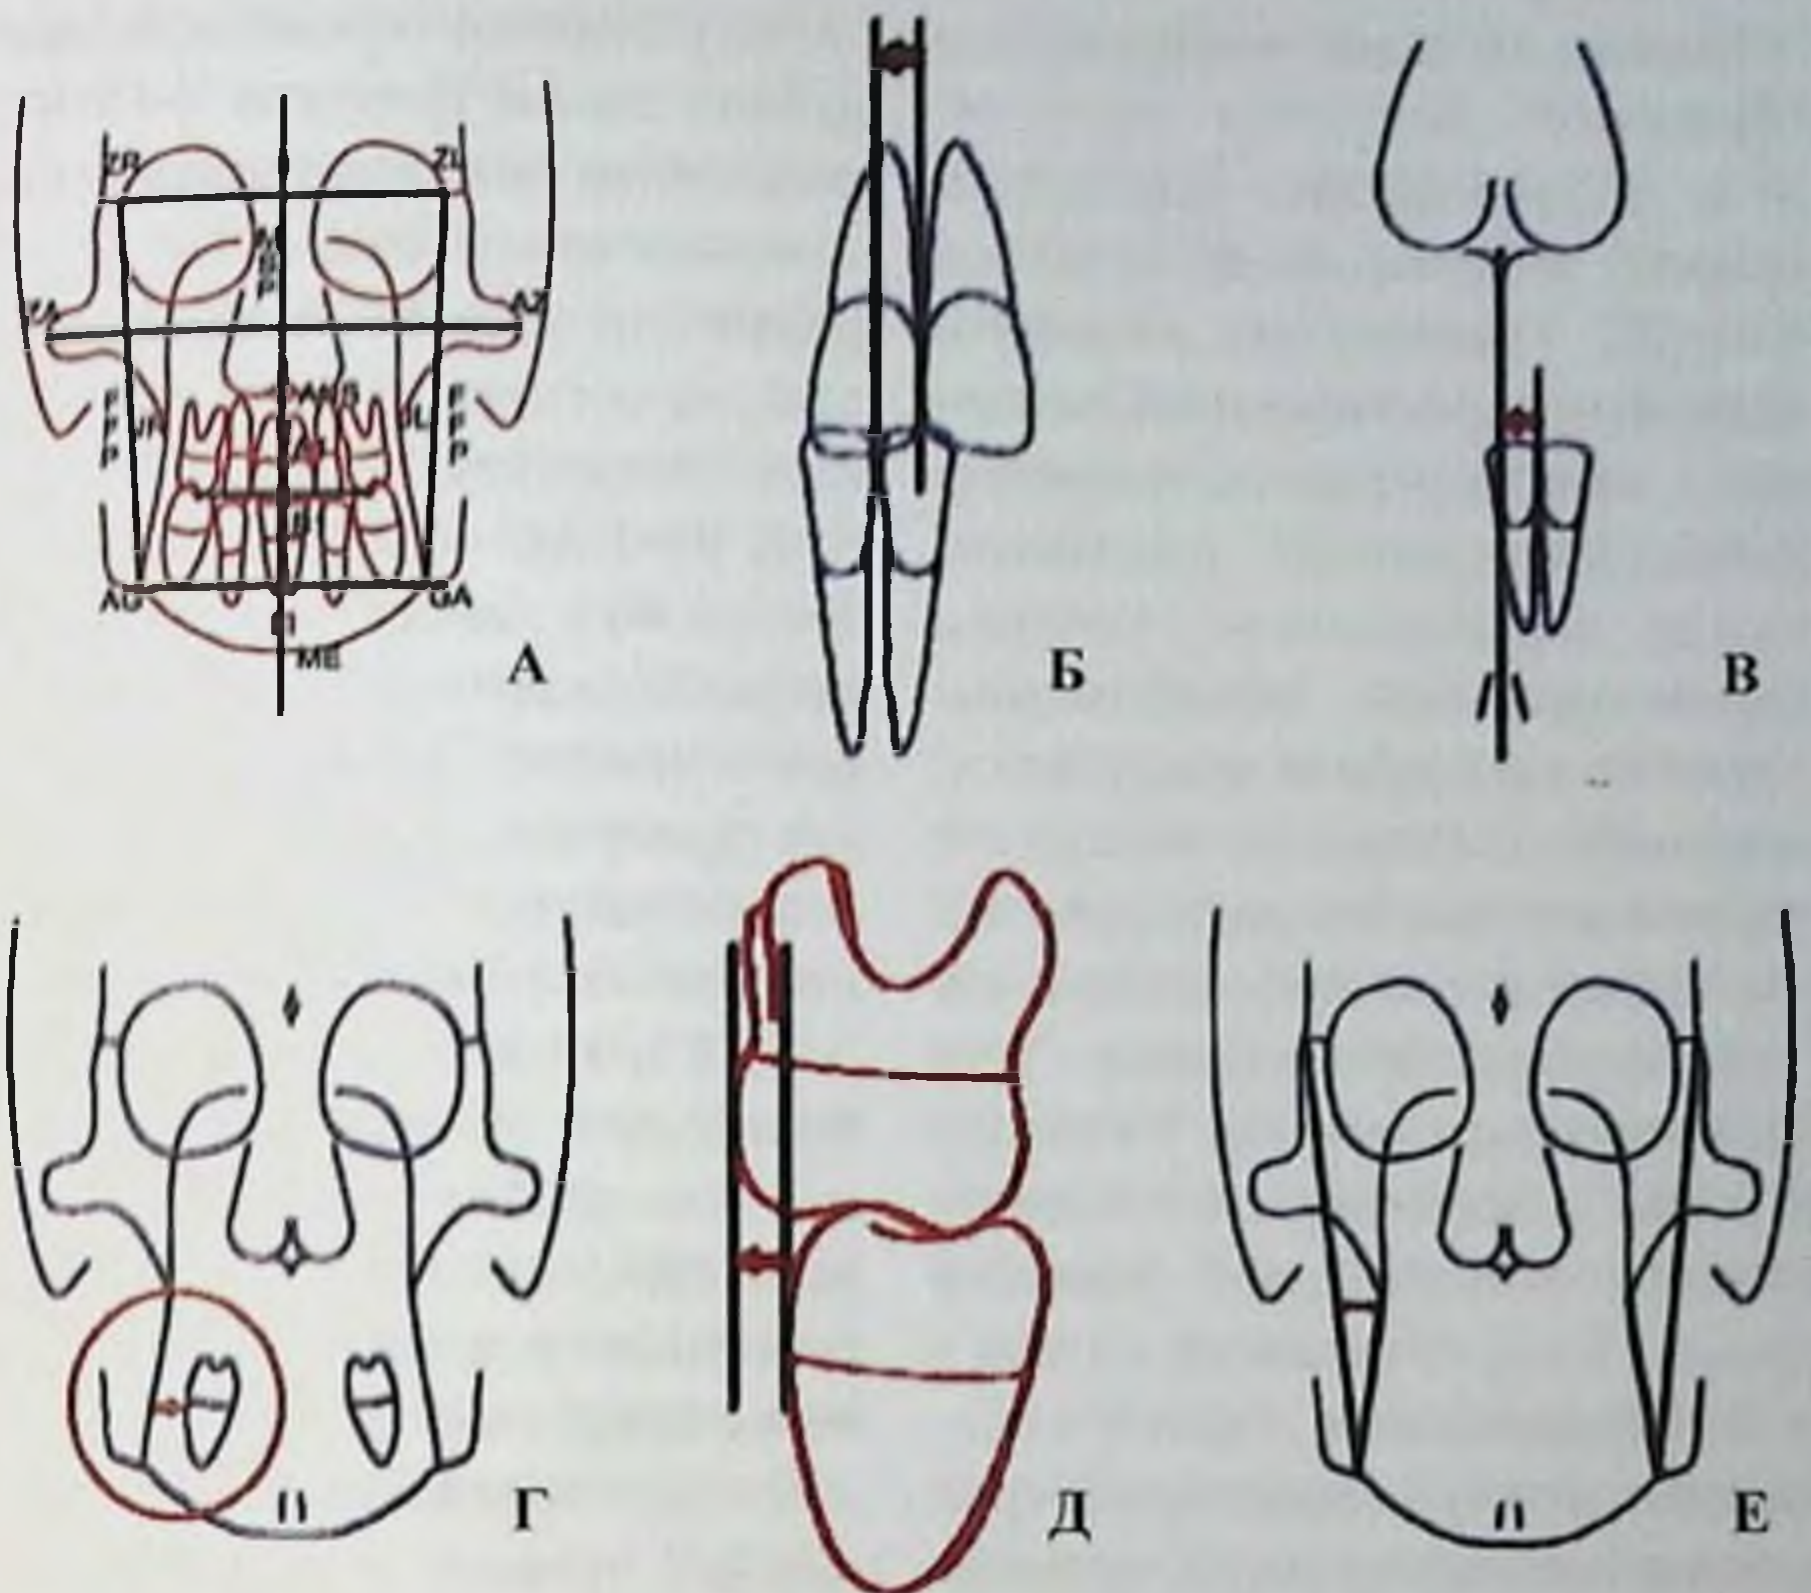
Основные точки и линии методики анализа телерентгенограмм головы в прямой проекции по Ricketts (А), смещение срединной межзубной линии (Б), смещение центра нижней зубной дуги (В), характеристика положения нижних моляров (Г), соотношение моляров верхней и нижней челюстей (Д), соотношение верхней и нижней челюсти (Е)
